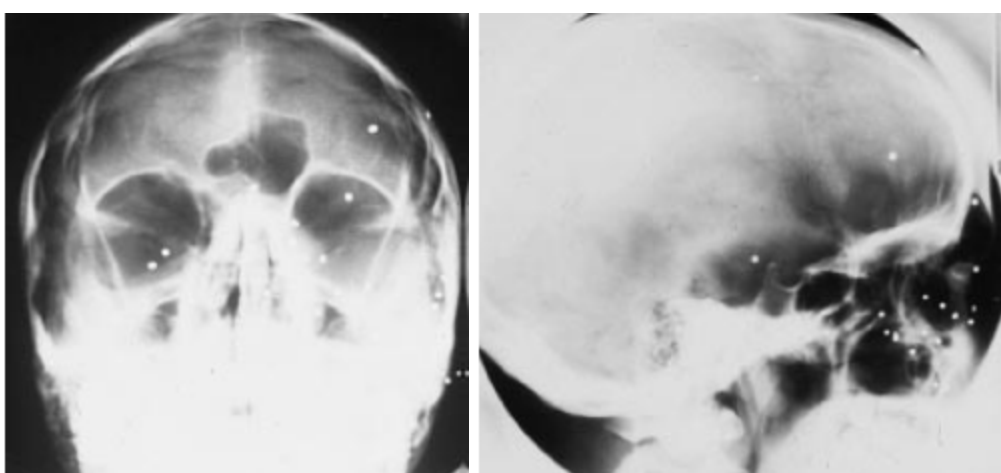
Radiographie de face et de profil. Multiples petites grenailles de plomb [17].
